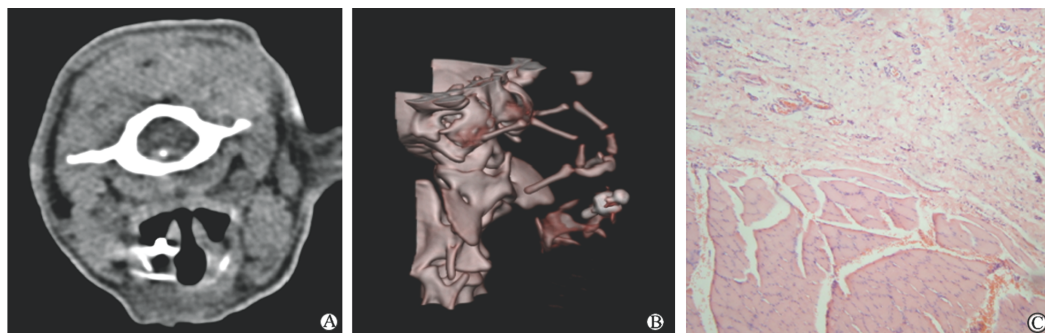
可调式钛钉支架植入 4 个月后 CT 扫描(A、B)及喉组织学(C)检查结果
